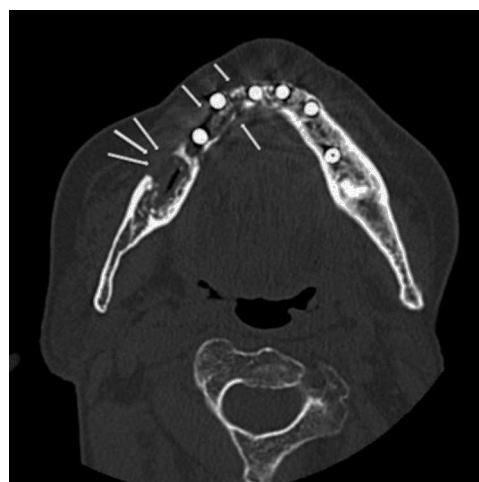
TC que muestra lesiones óseas líticas con pérdida ósea compatibles con osteonecrosis.
